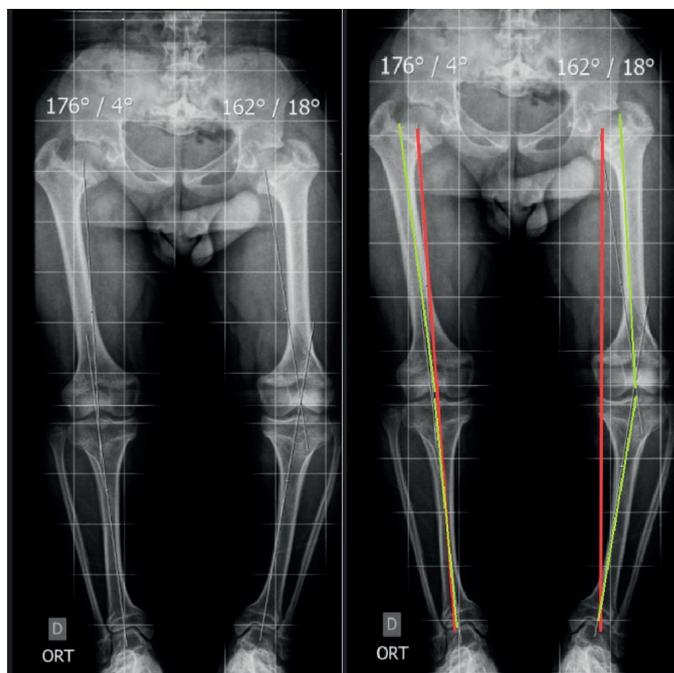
Eixos mecânicos e anatômicos traçados em uma radiografia panorâmica. O eixo mecânico do membro inferior (linha de Mikulicz) em vermelho e eixo anatômico em verde. O valor do desvio do eixo mecânico em varo para a perna esquerda foi de 9 mm.
